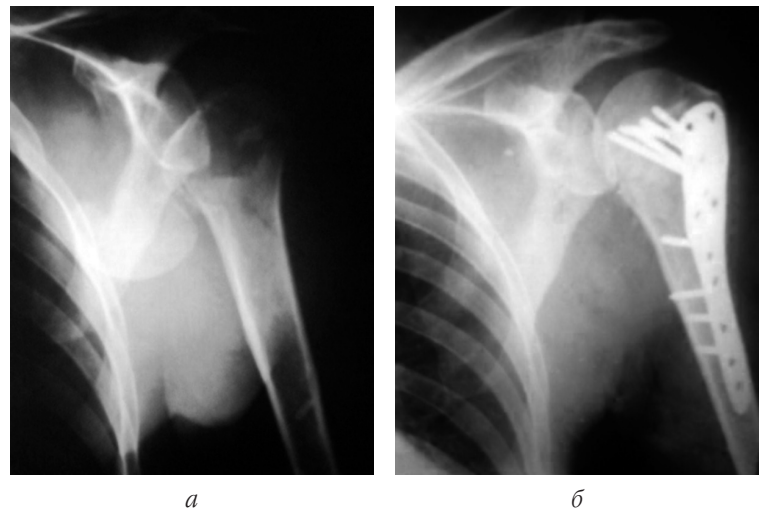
Рентгенограми хв-ї:
